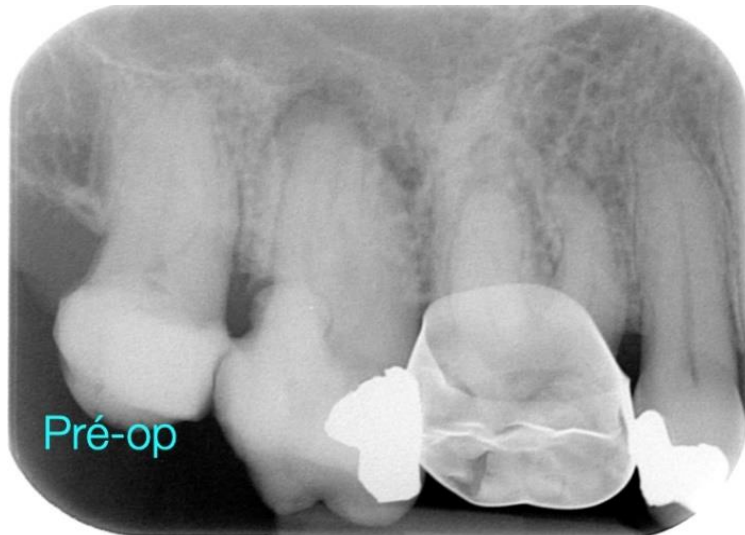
radiographie pré-opératoire de la 17.
